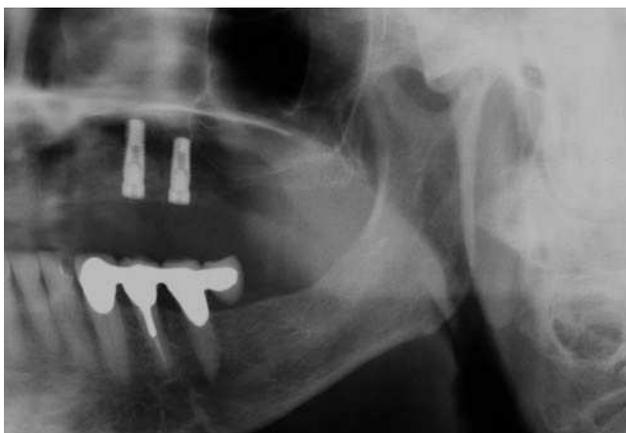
Radiografía panorámica: situación después de la implantación.
